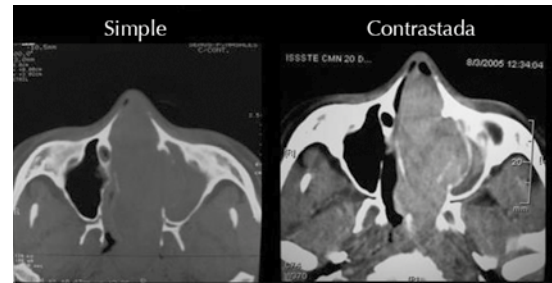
Tomografías de senos paranasales, cortes axiales: ocupación por densidad de tejidos blandos en fosa nasal izquierda y seno maxilar ipsilateral con reforzamiento heterogéneo al material de contraste.
